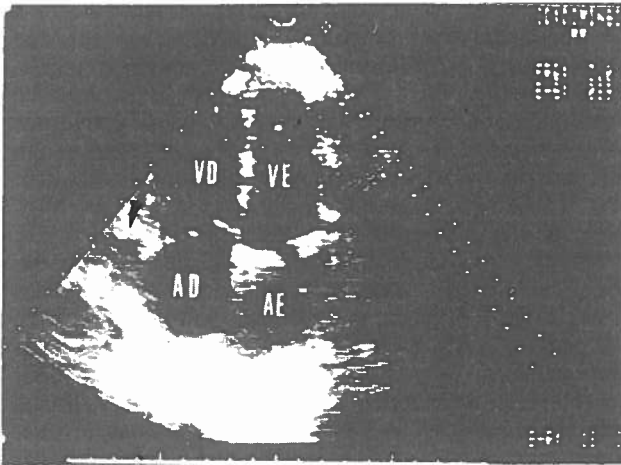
Ecocardiograma bidimensional em incidência apical 4 câmaras: desaparecimento da massa intra - auricular direita e dilatação das cavidades direitas (ver legendas da fig 1)
